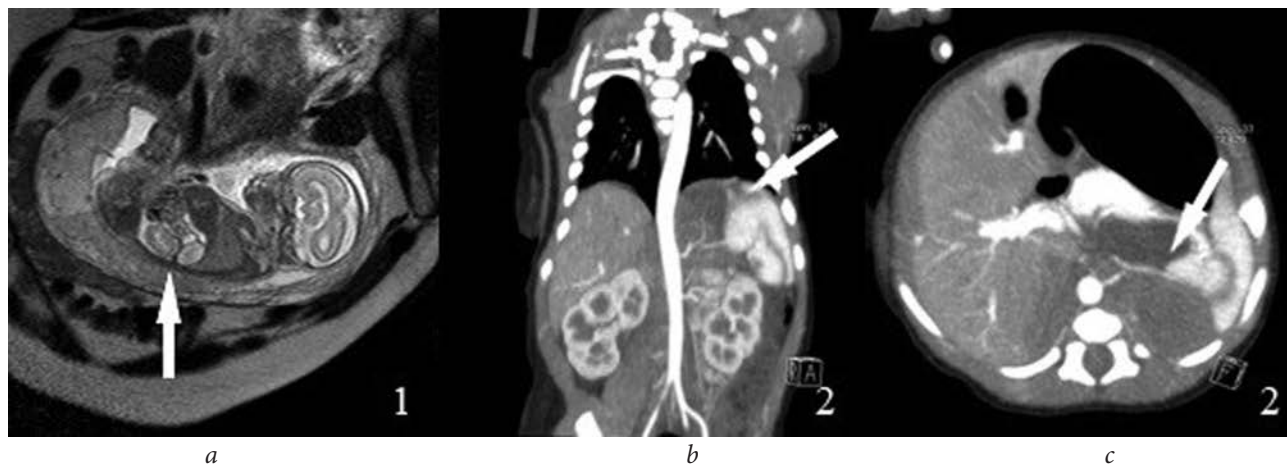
Магнитно-резонансная томограмма плода (a) и постнатальная мультиспиральная компьютерная томограмма органов грудной клетки (b) и брюшной полости (c) с внутривенным болюсным контрастированием с визуализацией образования, имеющего кистозно-солидную структуру и питающий сосуд, отходящий напрямую от аорты (обозначено белой стрелкой)
